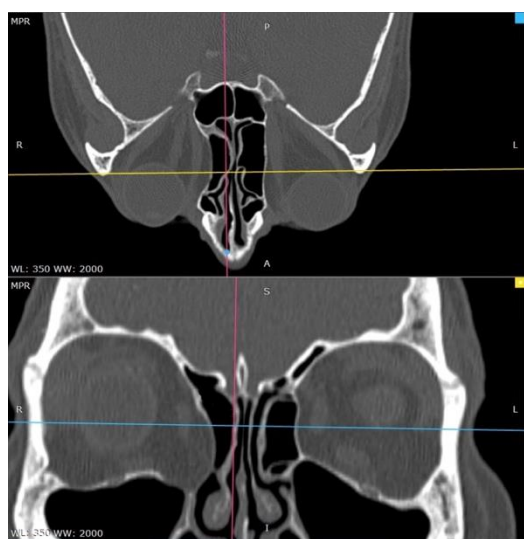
Компьютерная томография пациентки перед второй операцией (состояние после эндоназальной орбитотомии справа, экзофтальм слева).
